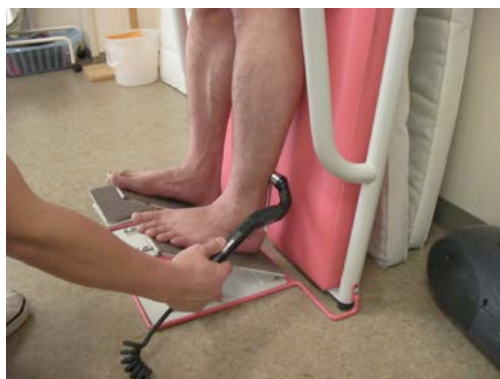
下腿三頭筋に対する超音波療法とストレッチの併用治療
